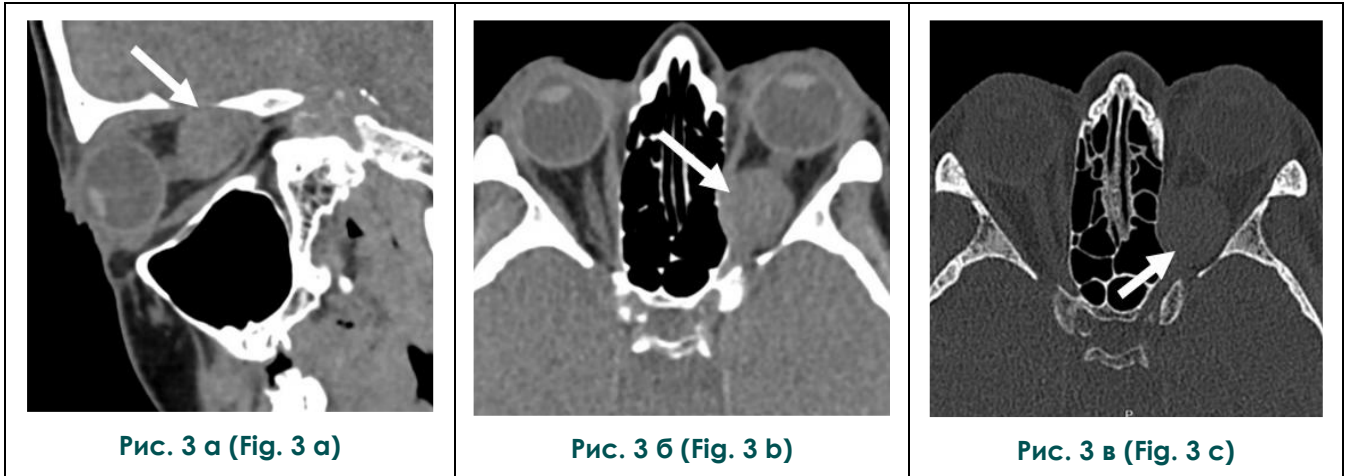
КТ орбит, а – сагиттальная реконструкция, режим мягкотканного окна, б – аксиальный срез, режим мягкотканного окна, в – аксиальный срез, режим костного окна (собственное наблюдение).
